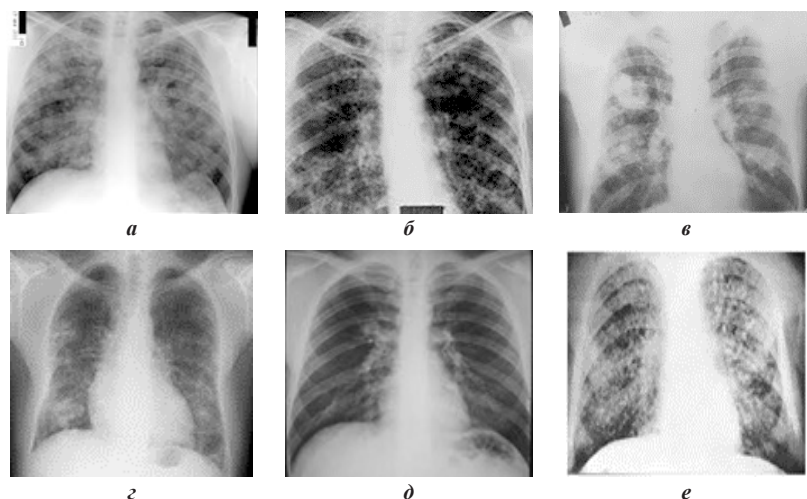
Рентгенограммы органов грудной клетки пациентов с поражением легких различной этиологии:
